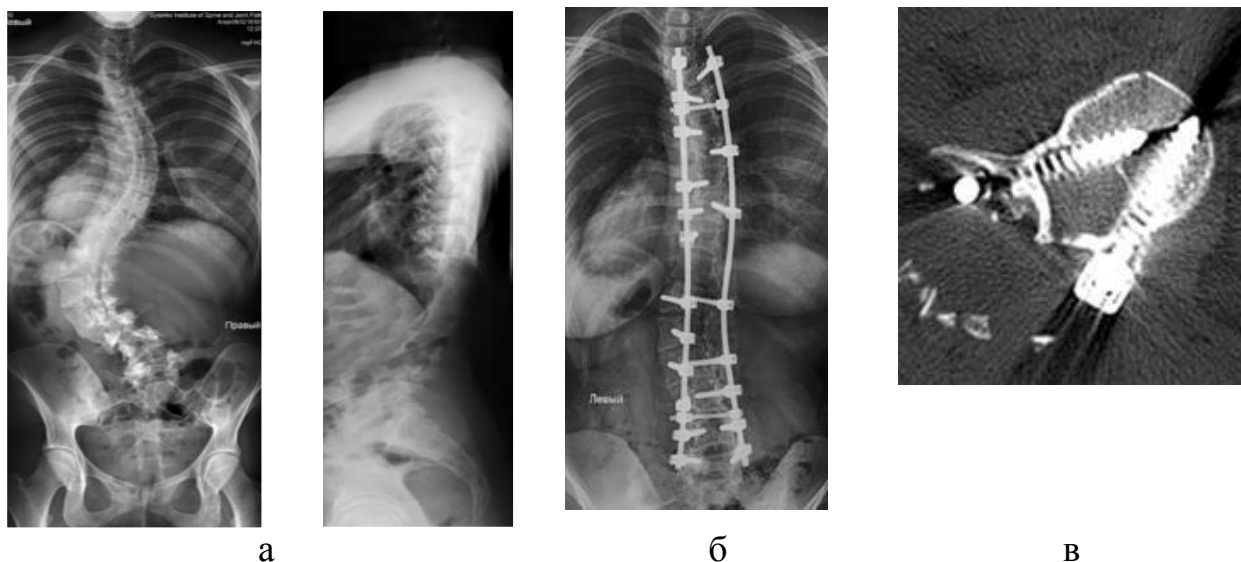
Фотовідбитки рентгенограм і КТ хворої Б., 22 роки, історія хвороби № 91126, діагноз: Лівобічний грудопоперековий ідіопатичний сколіоз IV ст., а) до хірургічного лікування; б) після корекції деформації хребта транспедикулярною системою; в) відсутність ЕМГ при силі струму до 10 мА на хребці L_{III}, а на КТ визначено некоректне розташування гвинта в хребці L_{III} (на першу добу після операції стійка компресійна радикулопатія L_{III} зліва).
